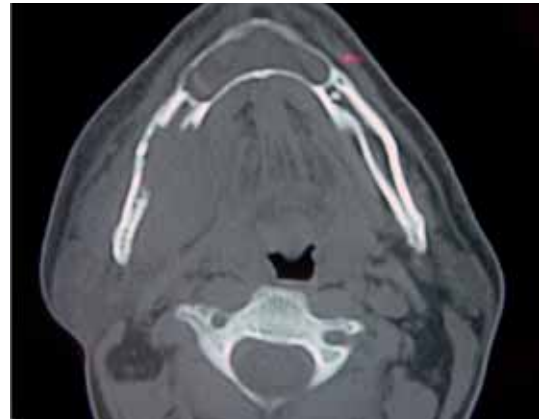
localizzazione mandibolare di sarcoma; diagnosi radiologica: tomografia.
